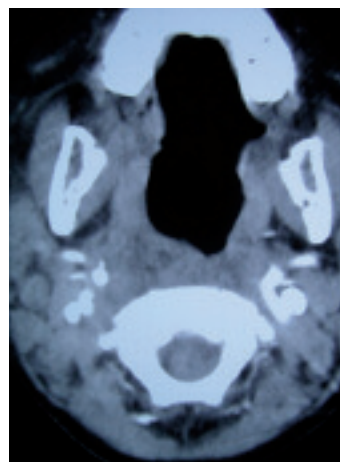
TC 21-01-07 (corte axial). Se comprueba un residuo purulento de menos de 5 mm y desaparición del edema faríngeo
